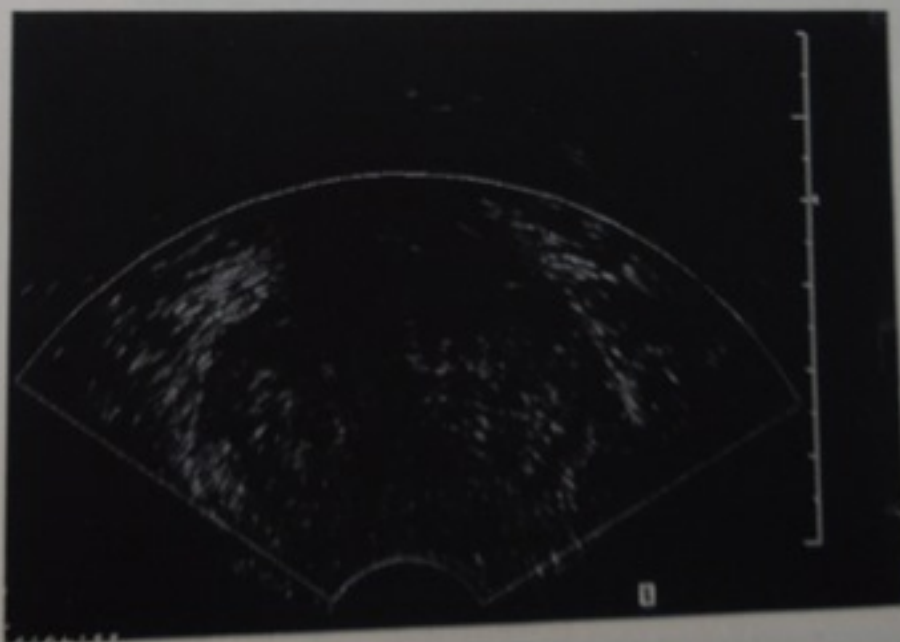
ТРУЗИ предстательной железы в режиме цветового доплеровского картирования с изображением фрагментов интрапаренхиматозных кровеносных сосудов
